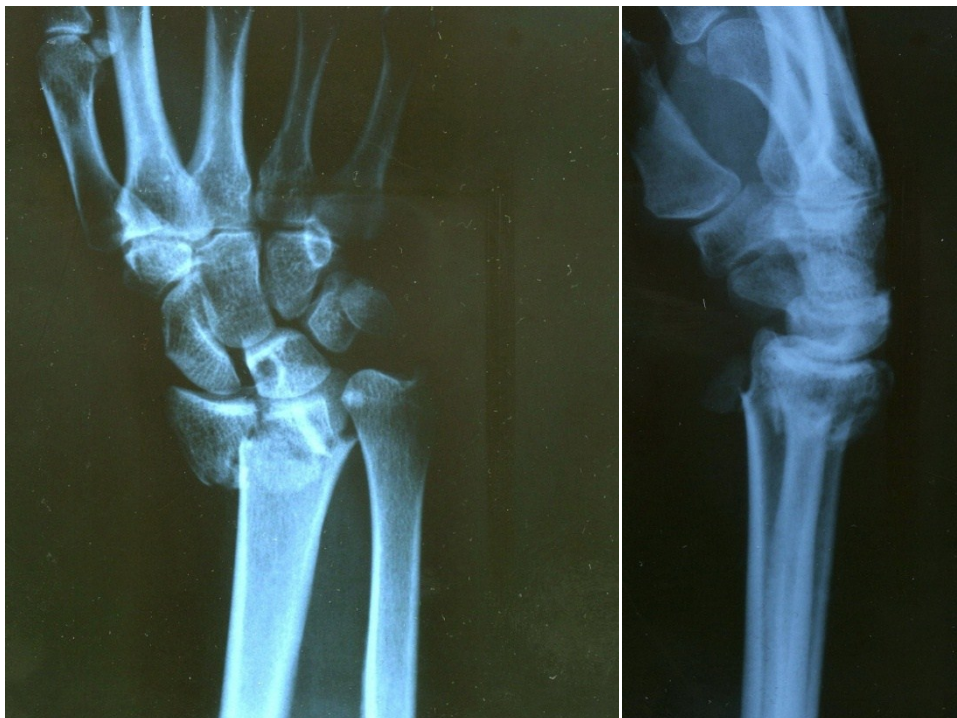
Röntgenbild anterior/posterior und lateral einer distalen Radiusfraktur
